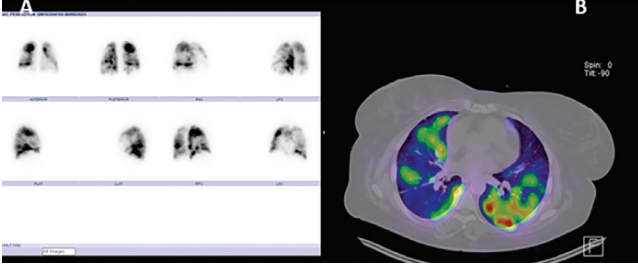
Yetmiş altı yaşında erkek hasta. (A) SPECT/BT görüntüsünde multiple odakta segmenter-subsegmenter perfüzyon defekt alanları mevcut olup akciğer parankimal bulguları izlenmemiştir (mismatch) (B) Planar görüntülerde her iki akciğerde multiple odakta segmenter-subsegmenter perfüzyon defektleri izlenmiştir
